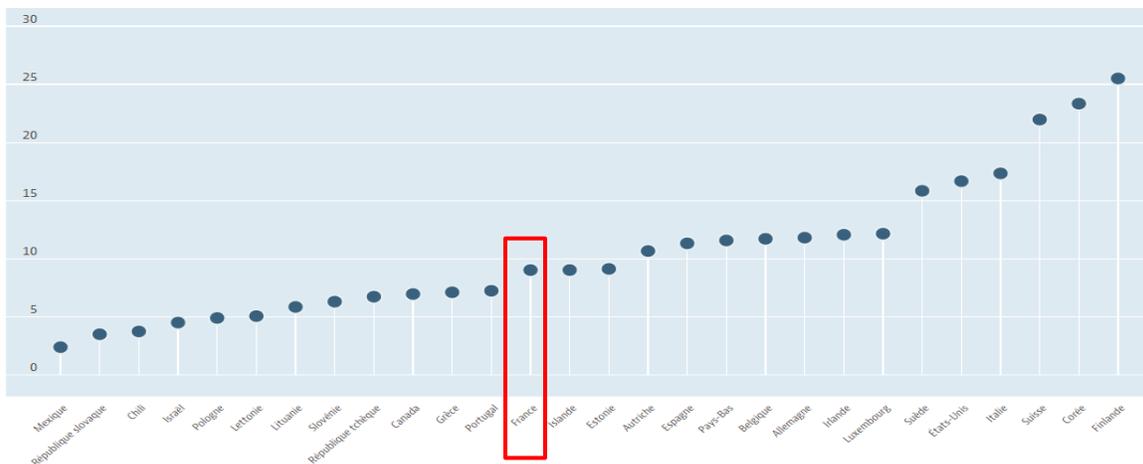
Nombre d'IRM / million d'habitants en 2016
